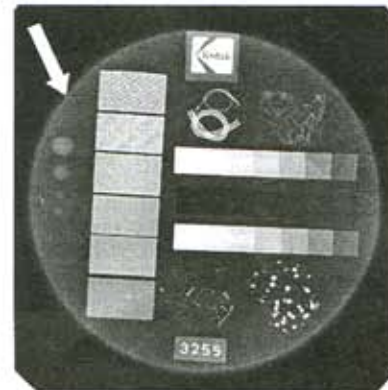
Рентгеновский снимок маммографического тест-объекта
